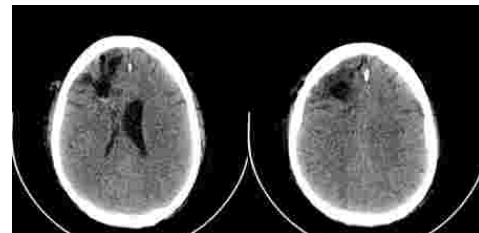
Tomografía cerebral contrastada. Se observa disminución de extensión de la lesión; retracción asta frontal ipsilateral derecha con cambios de encefalomalacia.
